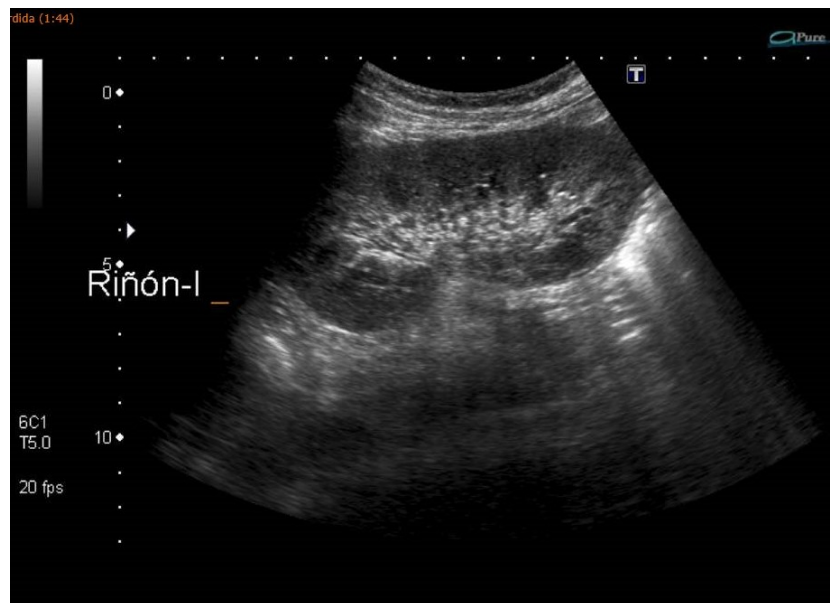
Ecografía abdominal con sonda cónvex. Línea axilar anterior derecha. Plano longitudinal de riñón derecho, en el que apreciamos ausencia de líquido en el espacio de Morrison y de hidronefrosis, pero si se observa una lesión hiperecogénica que proyecta sombra acústica.
